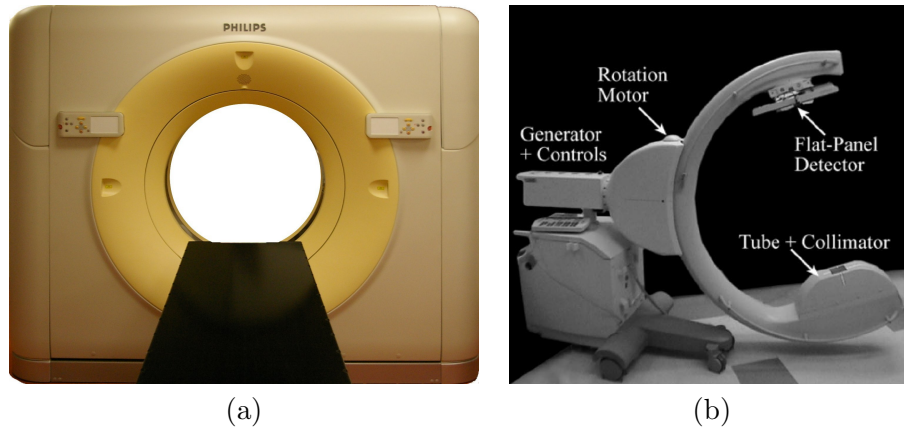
(a) Exemple de scanner de diagnostic multi-barrettes, le *Philips Brilliance CT Big Bore* muni de 16 barrettes. (b) Tomographe conique mobile *C-arm*. D'après [Siewerdsen *et al.*, 2005].
